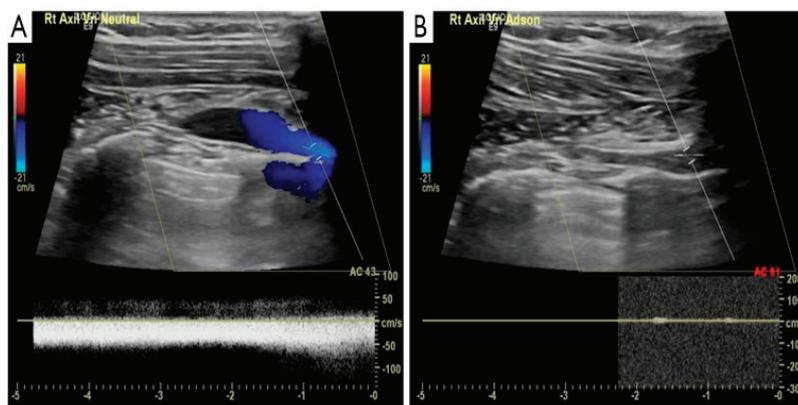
Positive confirmatory ultrasound with provocative occlusion of the axillosubclavian vein.
